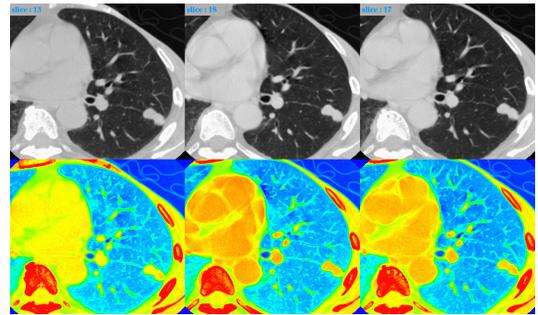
造影前, 造影後 2分, 造影後4分の悪性症例のCT画像
